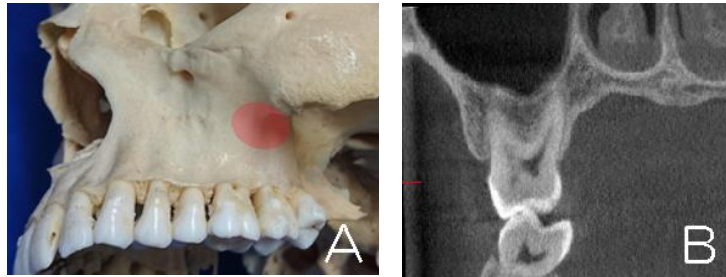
頬骨歯槽稜 (A) と同部位の歯列直交断CBCT画像 (B)。
